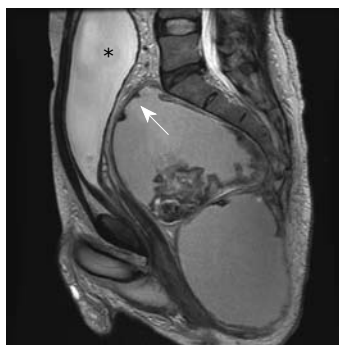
直肠后囊肿MRI成像. 箭头所示巨大囊肿压迫直肠.
